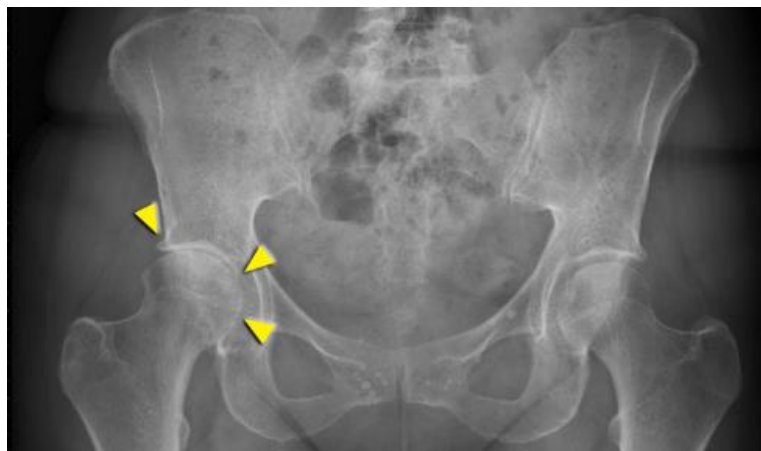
Image radiographique de l'arthrose coxarthrose
